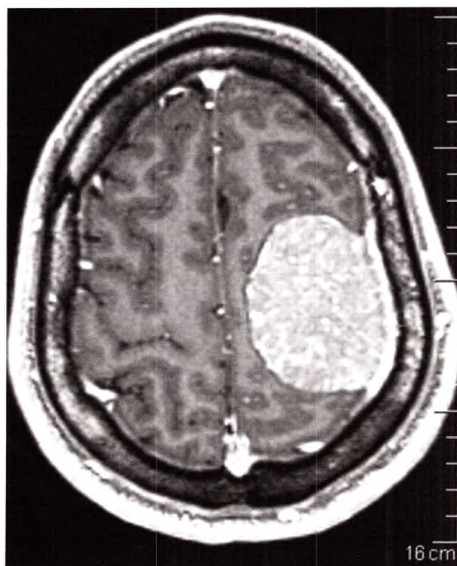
IRM en séquence T1 après injection de produit de contraste.
